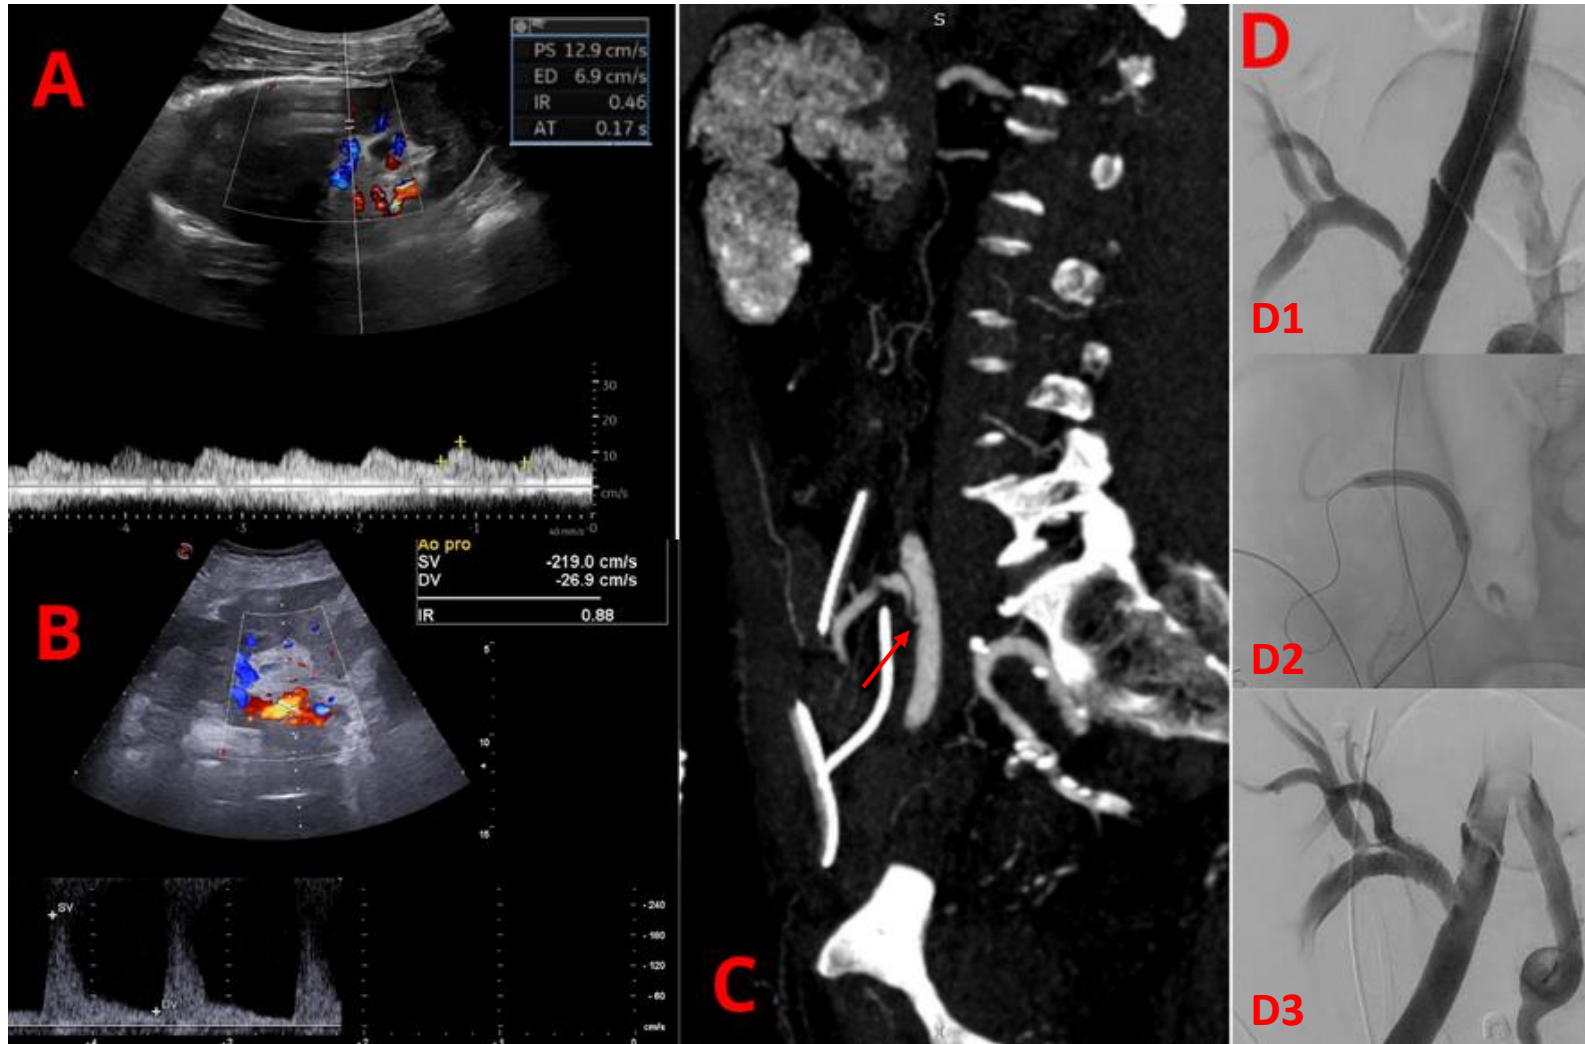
Estenosis arteria renal. (A) Estudio Doppler espectral de una arteria intraparenquimatosa en la que se observa un patrón de onda con morfología ParvusTardus y un Índice de resistencia disminuido ($IR=0.46$). (B) Estudio Doppler Espectral de una arteria renal en la que se observa un aumento de VPS de 219 cm/s. (C) Corte sagital de AngioTC con reconstrucción MIP donde se objetiva una estenosis crítica en la arteria renal a nivel de la anastomosis junto con la arteria iliaca externa derecha (Flecha roja). (D) Arteriografía diagnóstica y postratamiento. (D1) Estenosis significativa de la arteria renal. (D2) Corresponde con el tratamiento mediante angioplastia. (D3) Colocación de un stent.
